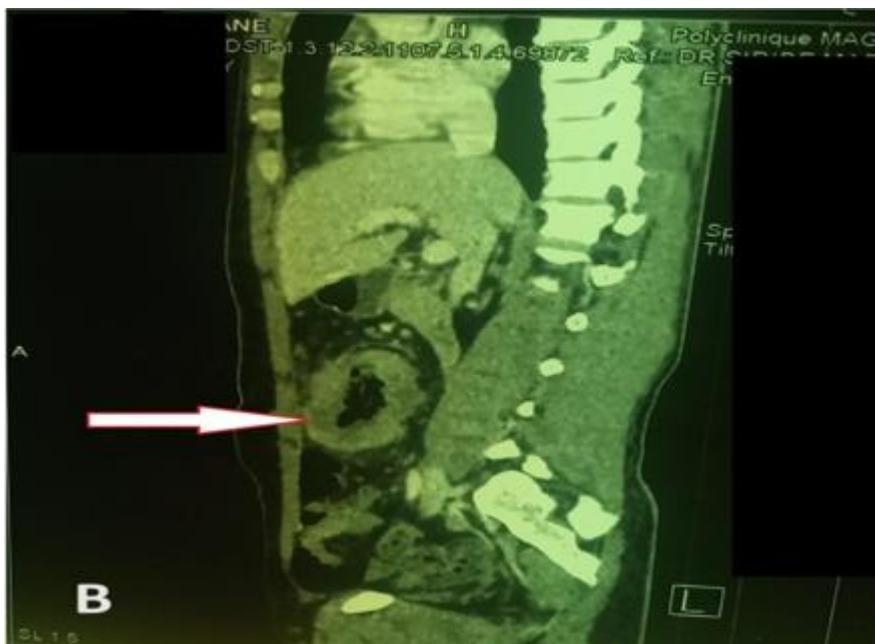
Image TDM montrant un Volvulus du colon sigmoïde.
